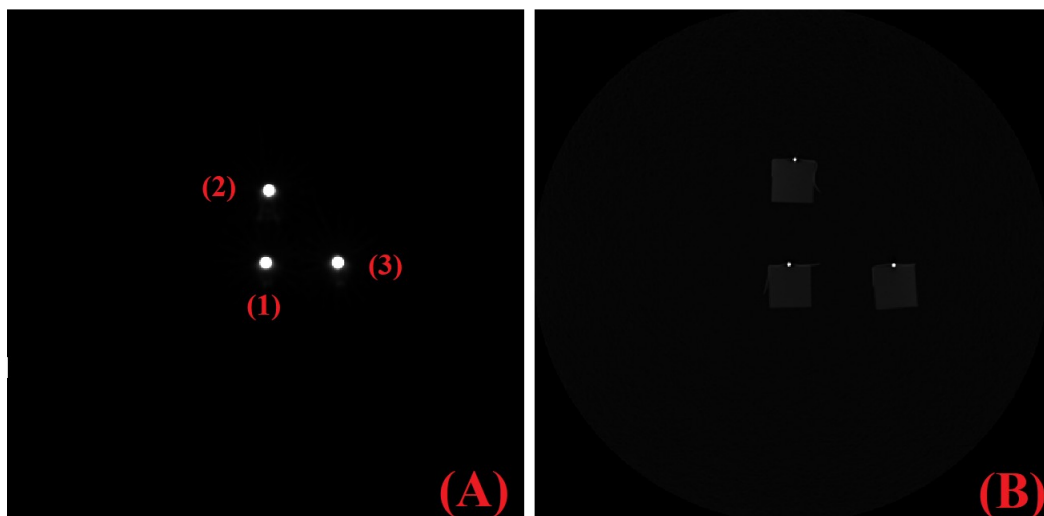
Imágenes adquiridas por el procedimiento de la prueba técnica de exactitud de correjistro. La imagen (A) se obtuvo por el escáner PET mientras que la imagen (B) se consiguió por medio del escáner CT.
